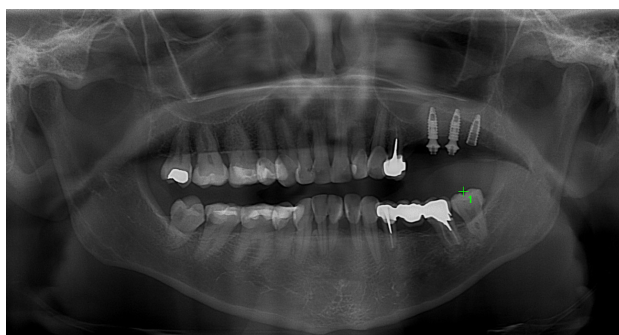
Radiografía panorámica tras la colocación de los implantes donde se puede apreciar una correcta osteointegración.
